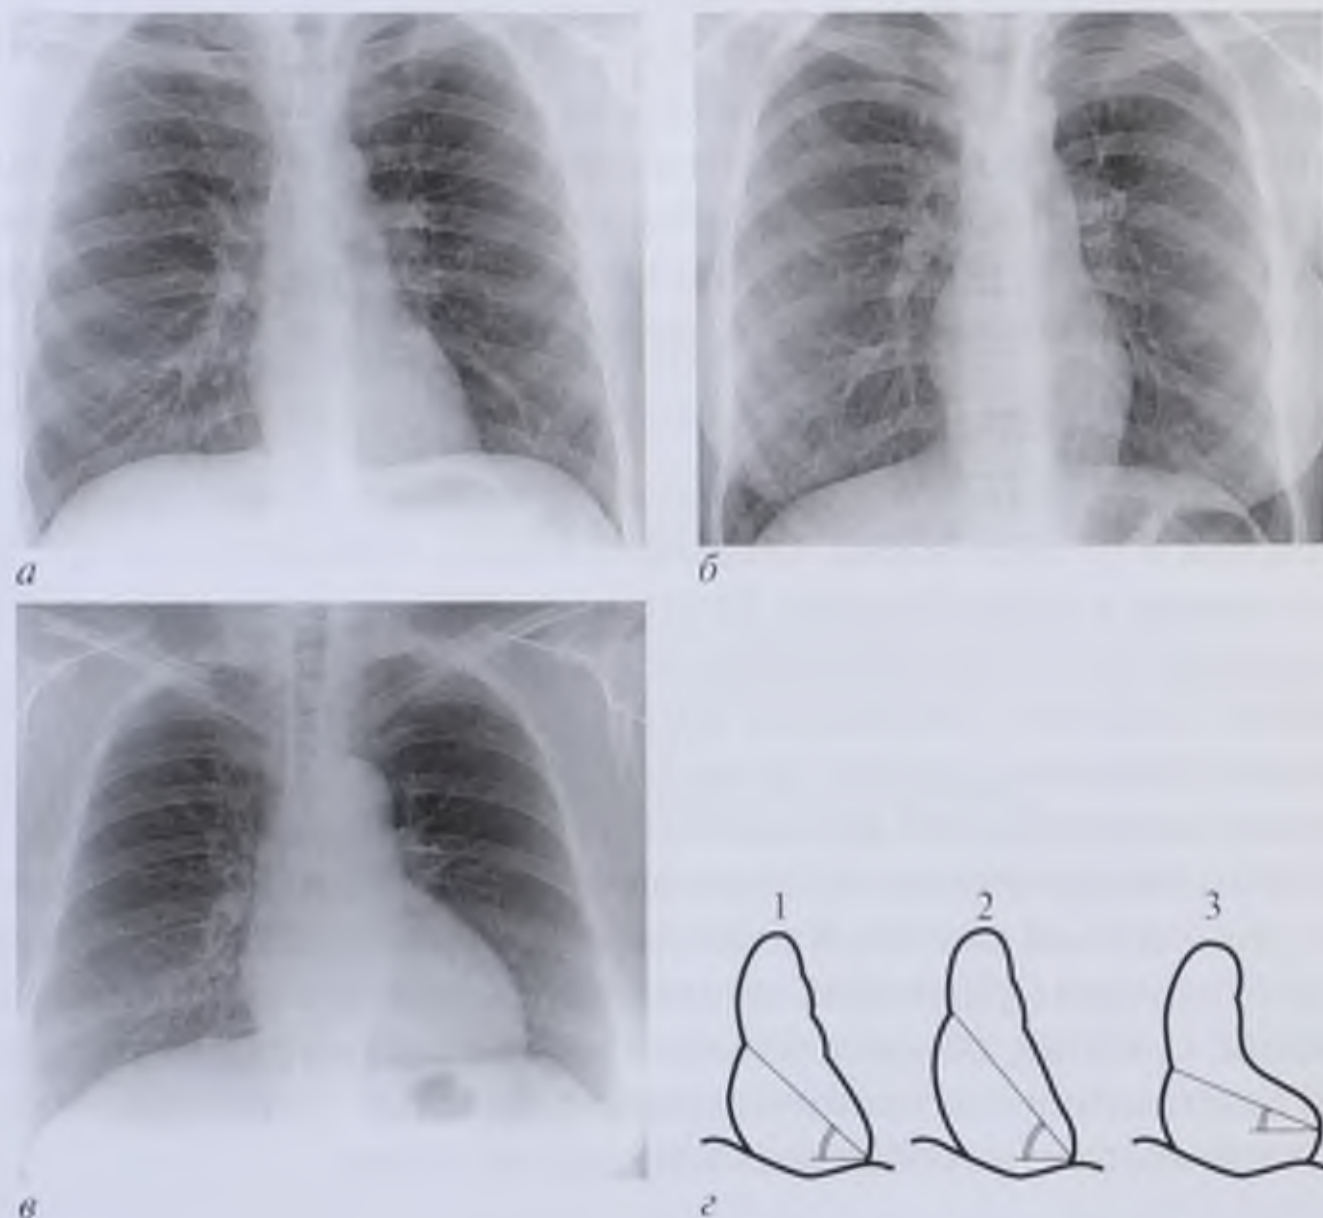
Рентгенограммы груди в прямой проекции с различными вариантами положения сердца в зависимости от конституционального типа: *а* — нормостеник; *б* — астеник; *в* — гиперстеник; *г* — схемы (1 — нормостеник; 2 — астеник, 3 — гиперстеник)
